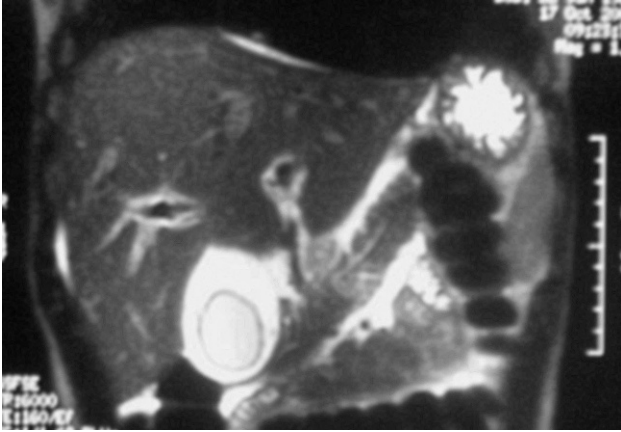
Resonancia magnética hepática. Engrosamiento de la pared vesicular junto con edema periportal periférico.
